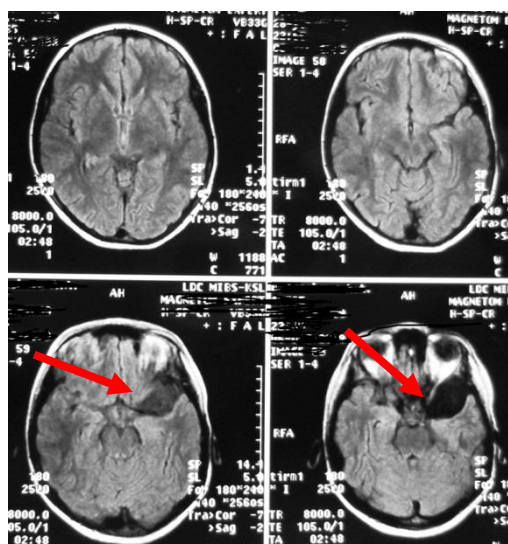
МРТ головного мозга. Стрелками указано расположение кисты
